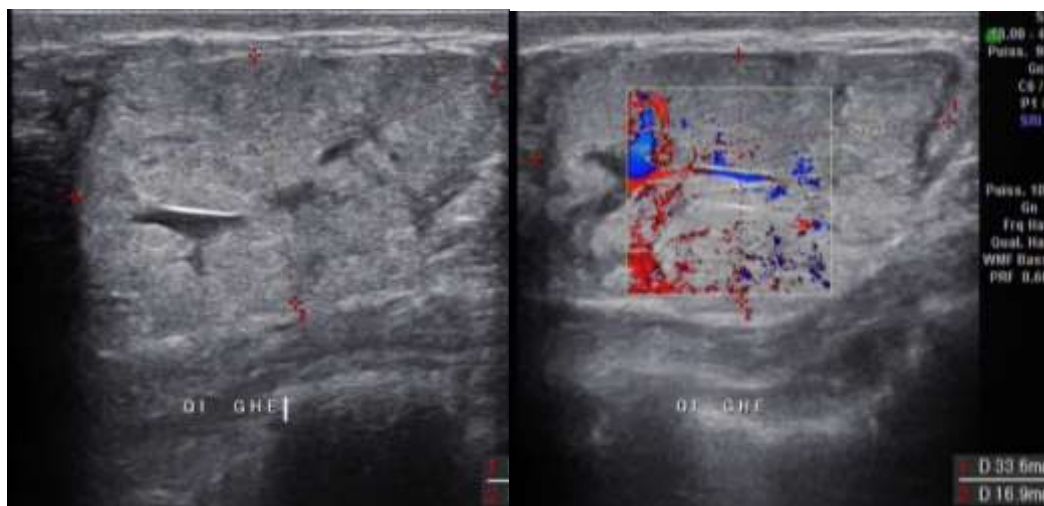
L'échographie met en évidence dans le quadrant supérieur gauche d'une infiltration et d'une collection circonscrite à paroi épaisse avec un contenu échogène mobile donnant un aspect de sable mouvant avec renforcement postérieur mesurant 28x18 mm en faveur d'un abcès collecté du sein gauche.
